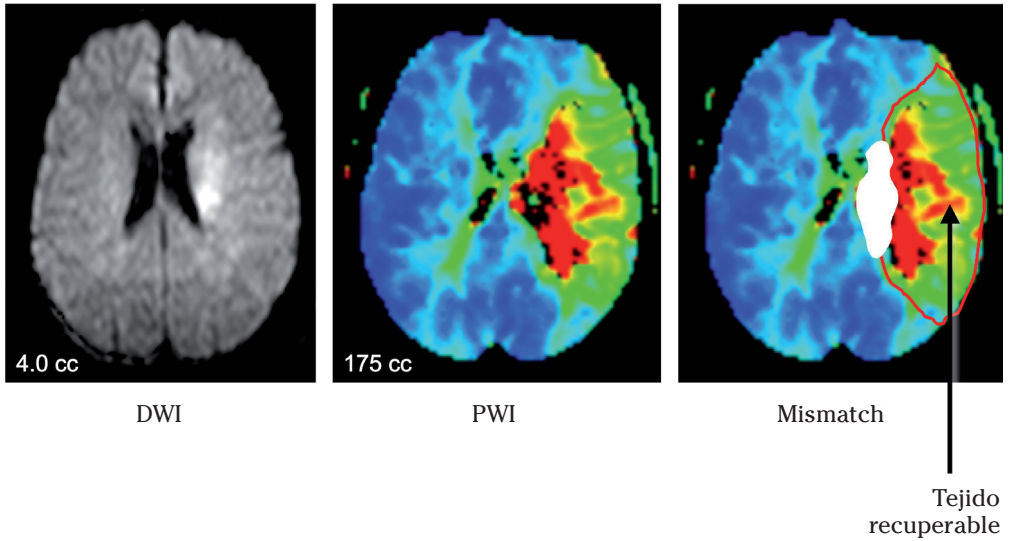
Ejemplo de mismatch en RM visible de secuencias de difusión y perfusión.
